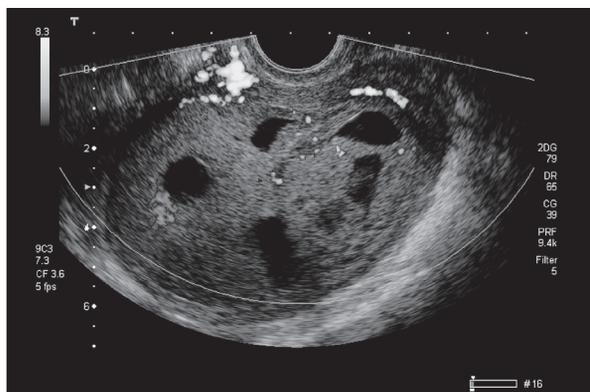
Ультразвуковая томограмма больной Ф. с диагнозом ЛМС, выполненная трансвагинальным доступом в поперечной плоскости
